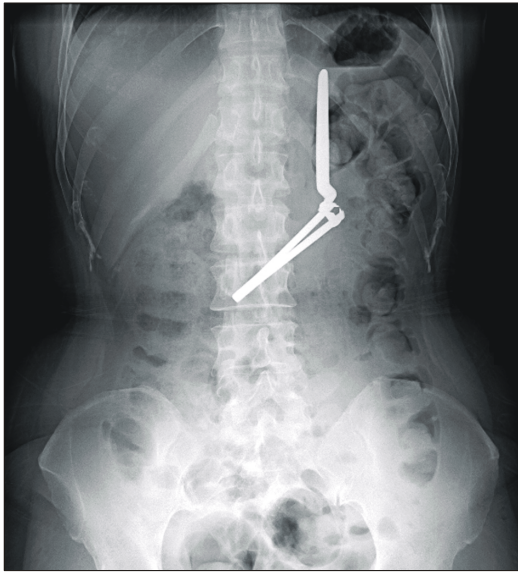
A plain abdominal x-ray showed a foreign body staying at stomach
